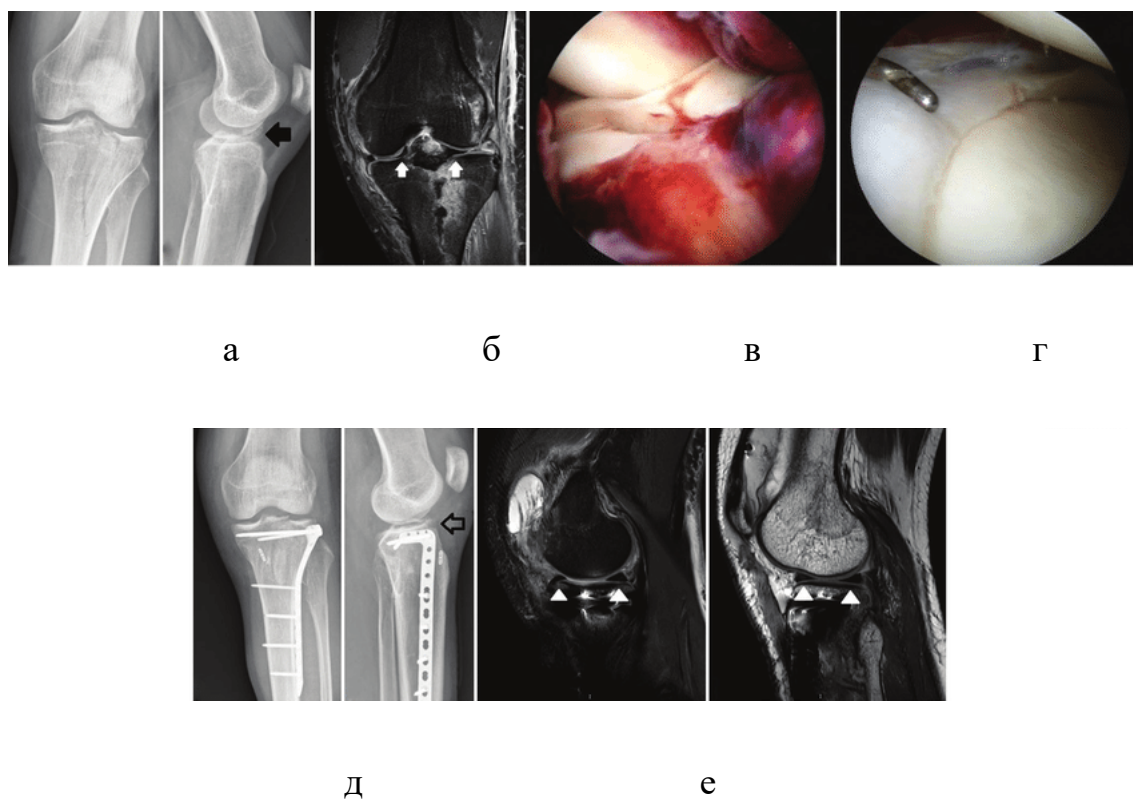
а – перелом латерального надвиростка ВГК; б – МРТ колінного суглоба; в, г – артроскопічна верифікація та відновлення меніска; д – рентгенографія після остеосинтезу; е – МРТ після проведеного оперативного втручання
